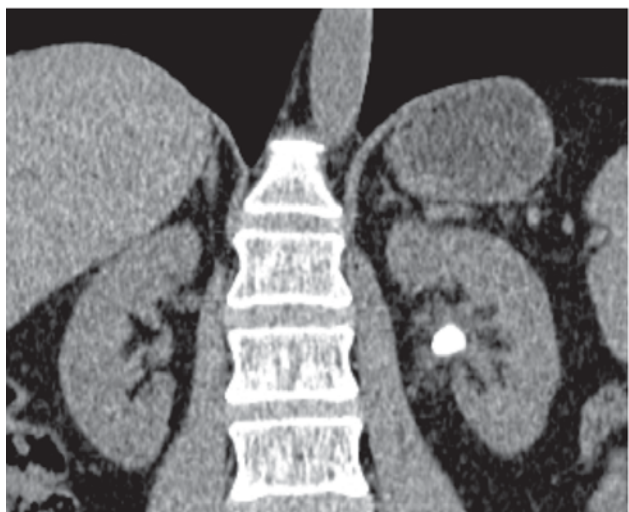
Нативная Уро-КТ. Конкремент левой почки и ложно-рецидивный конкремент нижней чашечки, этот же больной через 3 суток после ЭУВЛ
